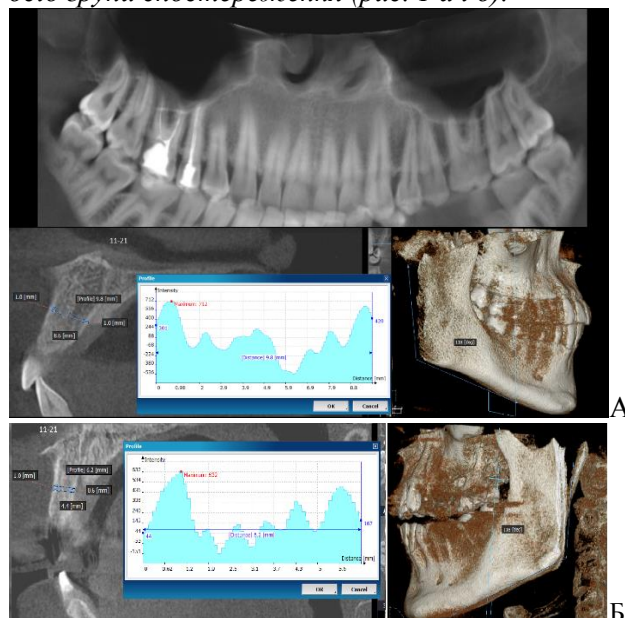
Панорамний реформат верхньої щелепи, визначення кута щелепи, лінійних розмірів коміркового відростку та шарів його кісткової тканини на рівні 11-21 зубів (КТ-зображення чоловіка 26 років без адентії (а) та жінки 34 років з адентією 18, 26, 28, 36 зубів (б))
